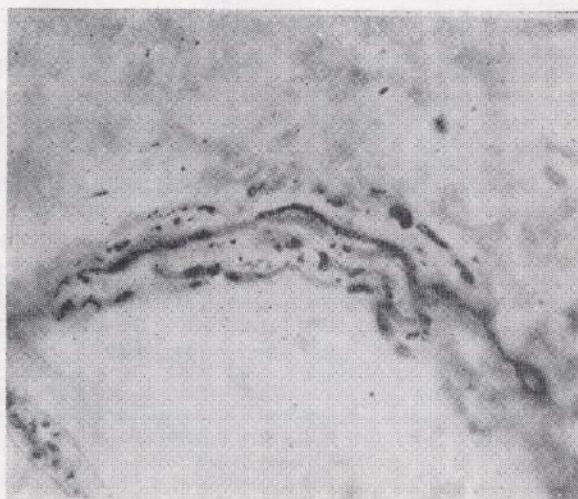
Дегенерація і фрагментація нервових волокон у капсулі надниркової залози кішки через 7 днів після тотального опромінювання промінням Рентгена в дозах 400 р. Більшовський-Гросс. Мікрофото.
